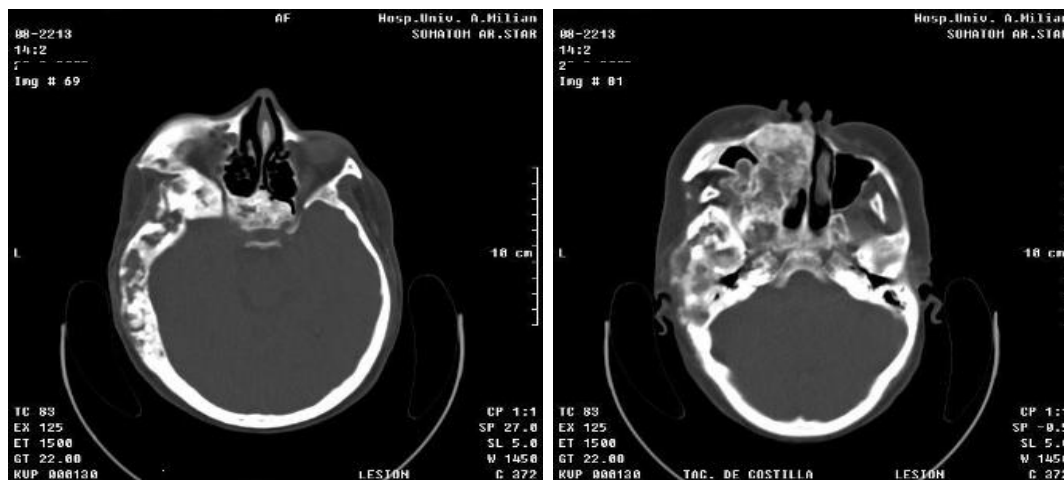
TAC de cráneo con ventana ósea: área de rarefacción ósea que recuerda la imagen en pompa de jabón, que se acompaña de aumento de la densidad ósea a nivel de la región temporoparietal izquierda, que interesa además al esfenoides y, de manera significativa, al seno maxilar izquierdo
